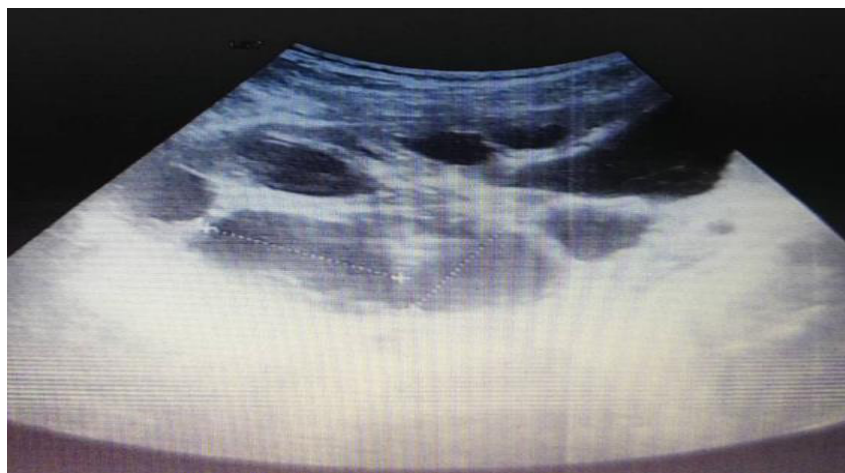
Ecografia sistemului urinar. Megaureterohidronefroză pe stânga.
